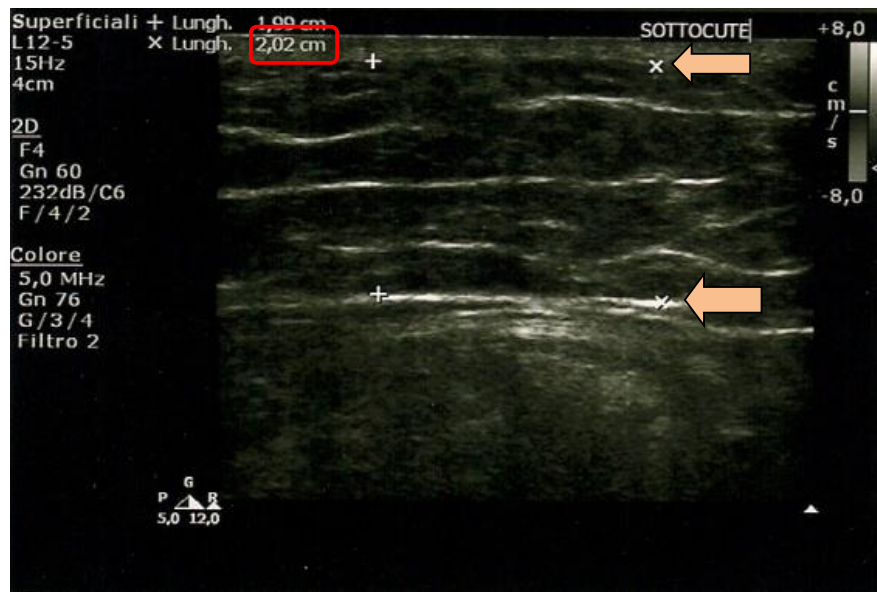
Ecografia sottocute a 3 mesi (V1)
